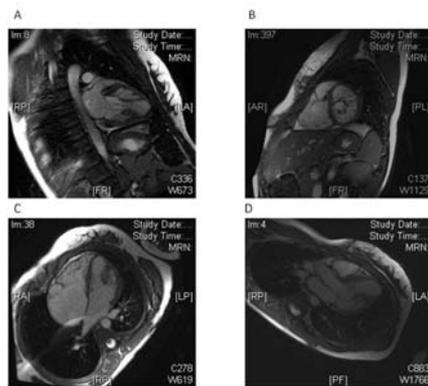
Cardiac MRI showed the size and shape of the double-chambered left ventricle. Four chamber view gives a good representation of the right heart dilatation, while the other views show better the double-chambered left ventricle. A: two chamber view. B: short axis view. C: four chamber view. D: three chamber view.
